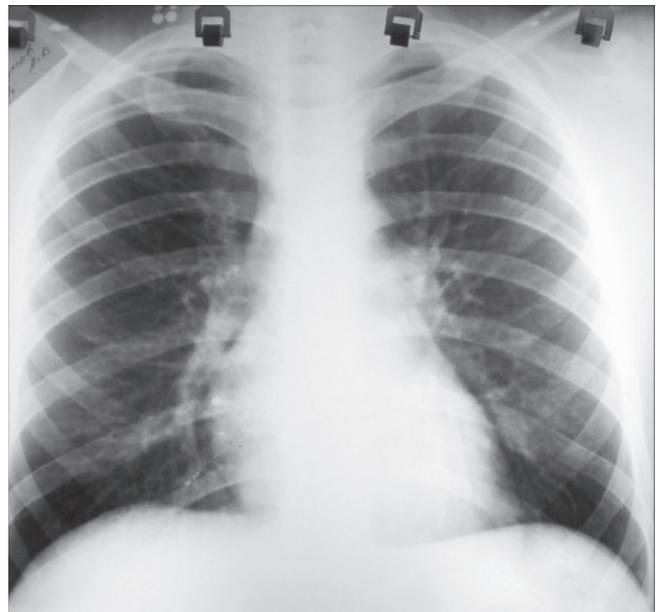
Рентгенограмма органов грудной полости больного Г. от 26.08.10. Восстановление пневматизации легочной ткани.
